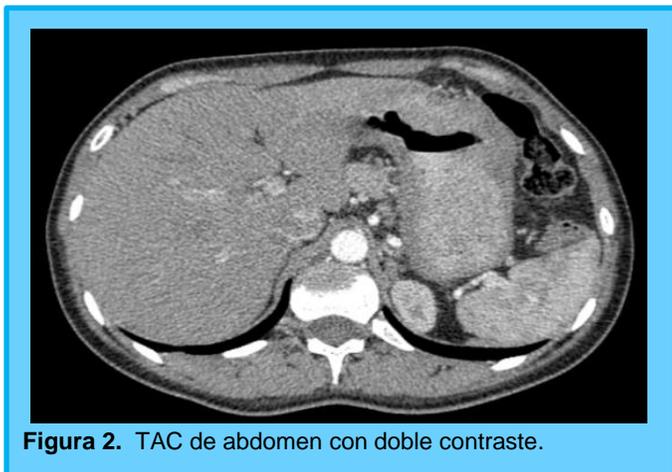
TAC de abdomen con doble contraste.
